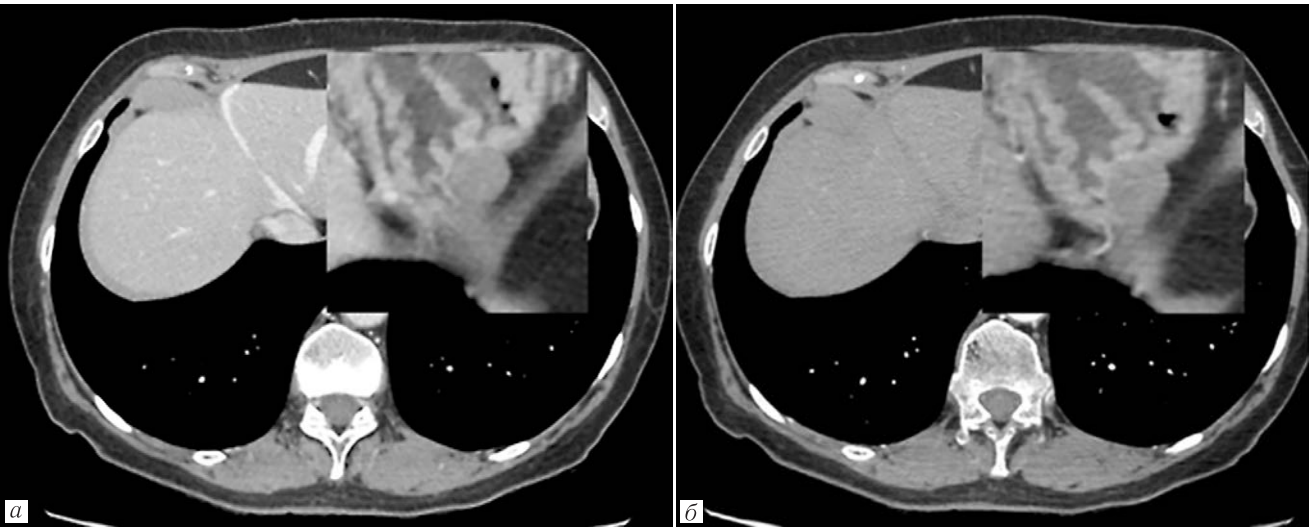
МСКТ с болюсным усилением. В стенке желудка лоцируется округлое образование с четкими, ровными контурами. После внутривенного усиления умеренно, несколько неравномерно накапливает контрастный препарат, прилежащая клетчатка обычной структуры: а — венозная фаза; б — артериальная фаза
